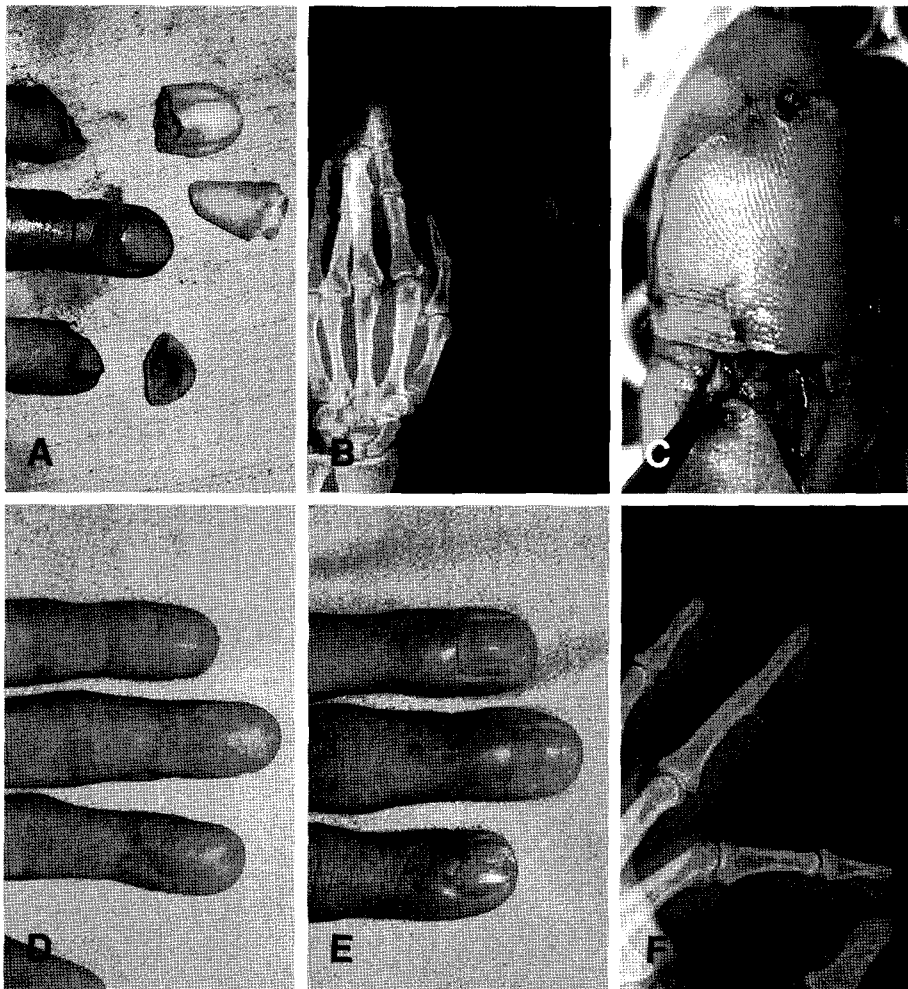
(A & B) A 48-year-old lady had guillotine type amputation by cutter on the left index, long and ring finger. Preoperative views of gross and simple X-ray. (C) On the long finger, one artery, volar vein and both digital nerves were microanastomosed. (D & E) Postoperative result after 40 months. Static two-point discrimination of all fingers was 4-6 mm. (F) Postoperative X-ray view.
